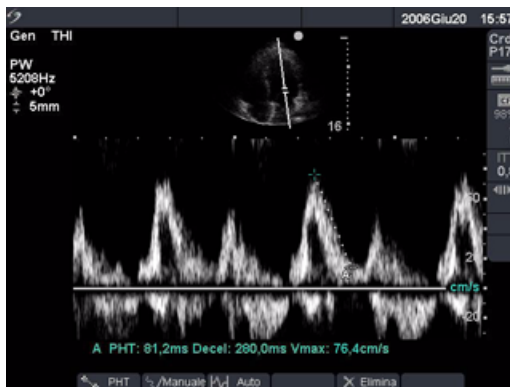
Traccia Doppler con due misurazioni della velocità
